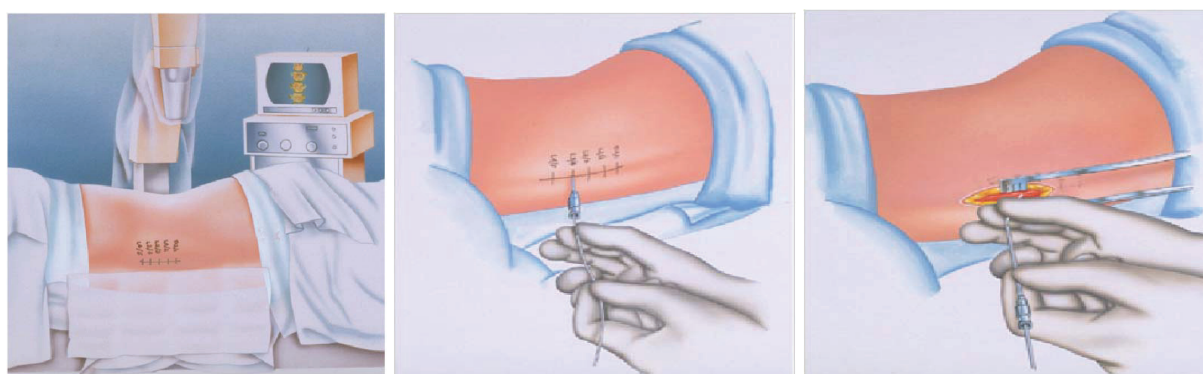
Операция проводится под полным наркозом. Положение больного на боку. Через иглу Туохи вводится мягкий цельный интратекальный катетер с проволочным мандреном на уровне L2/3 или L3/4. Верхний полюс катетера продвигается в субарахноидальном пространстве на 10–15 см в краниальном направлении. Рентгенологически контролируется правильное положение кончика катетера
